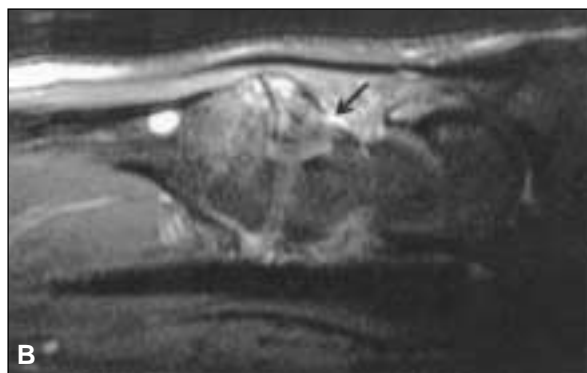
Resonancia magnética en plano sagital en densidad protónica con saturación grasa (TR/TE 1600/42) de utilidad para valorar las estructuras ligamentarias de las articulaciones carpometacarpianas. Se observa discontinuidad del ligamento dorsal entre el tercer metacarpiano y el hueso grande con líquido entre ambos cabos (flecha negra).
